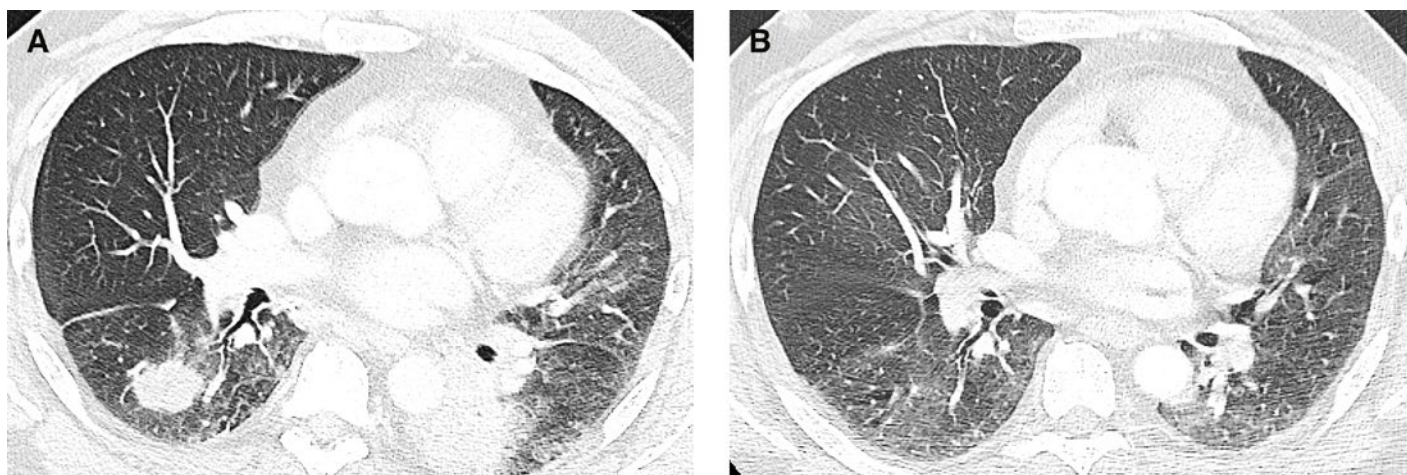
Hochauflösendes Computertomogramm (HRCT), Transversalschnitte: A) Bilaterale Konsolidierungen in den oberen Unterlappen mit umgebenden Milchglastrübungen. B) Verlaufskontrolle nach 19 Tagen: vollständiger Rückgang der Konsolidierungen und Restmilchglastrübungen.
